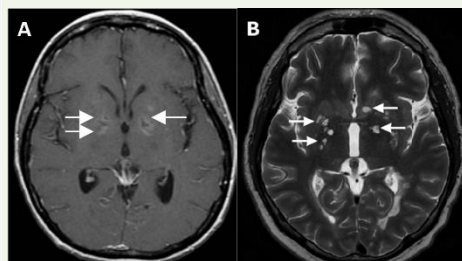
IRM cérébrale T1+ et T2
